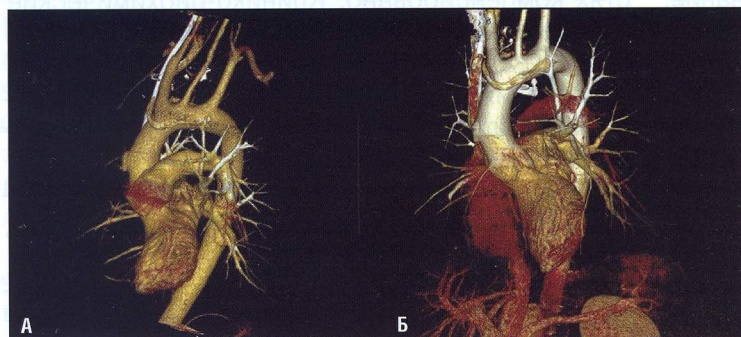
Контрольная мультиспиральная компьютерная томография грудной аорты. а – через 15 дней после операции; б – через 8 месяцев после операции.
